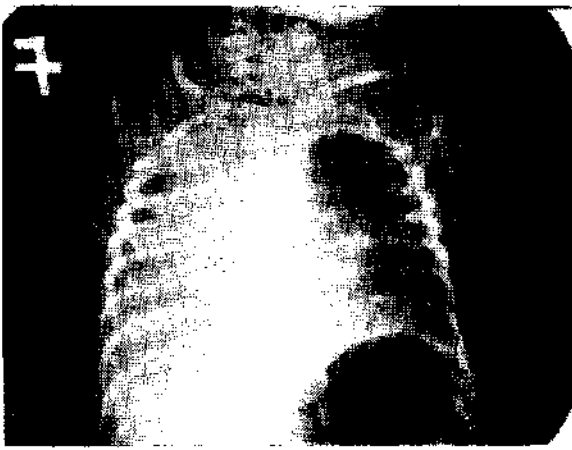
Radiografía anteroposterior de tórax que muestra desviación del mediastino hacia la derecha y atelectasia del pulmón del mismo lado.
